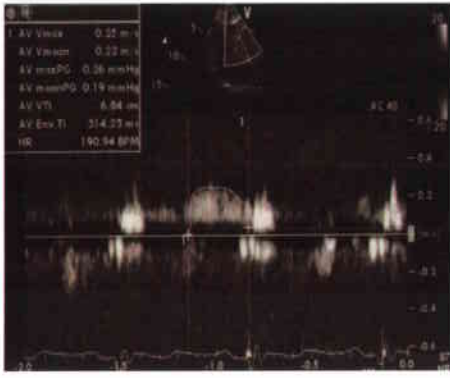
Transtorasik ekokardiyografide distal LAD'nin pw Doppler bifazik akım paterni
